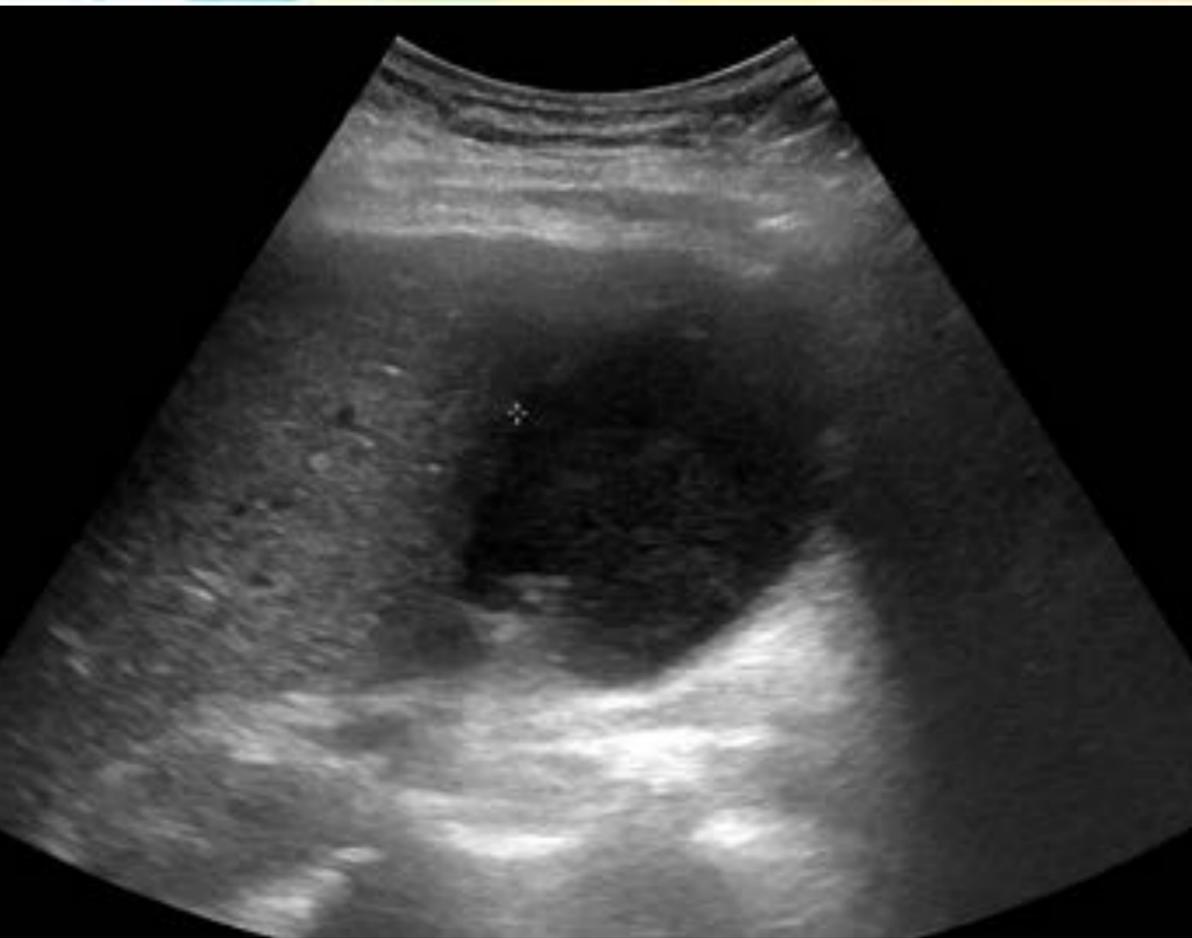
Ecografía que confirma el diagnóstico de colecistitis aguda.
